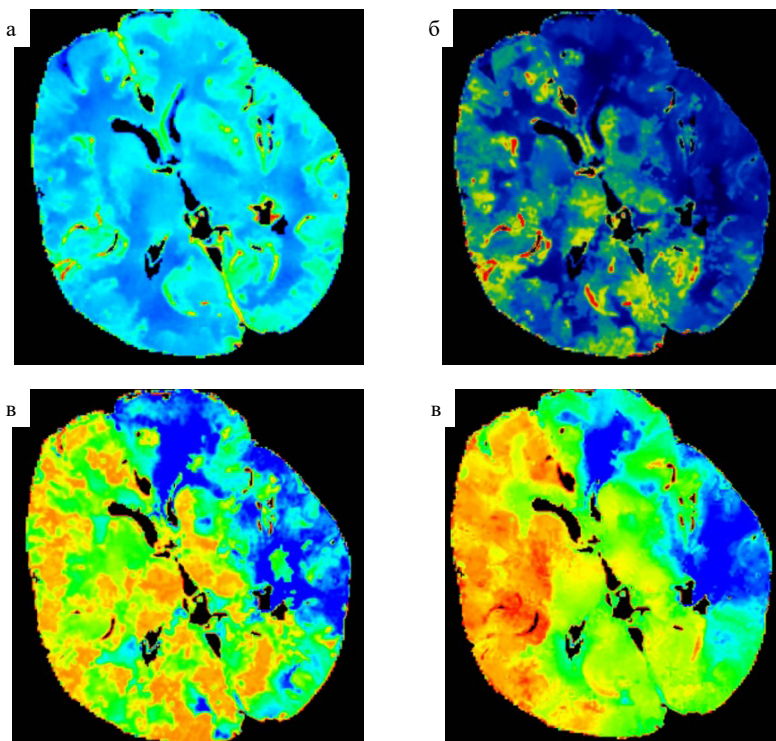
КТ-перфузия головного мозга. Перфузионные карты, отражающие в цвете основные перфузионные параметры. а — объем мозгового кровотока (CBV), б — скорость мозгового кровотока (CBF), в — среднее время транзита контрастного препарата (MTT), г — время до пика (Tmax)
